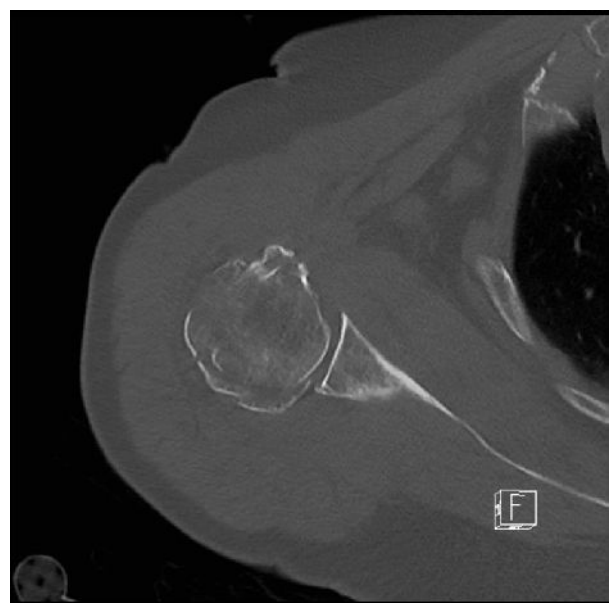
Vue axiale de la TDM de l'épaule
